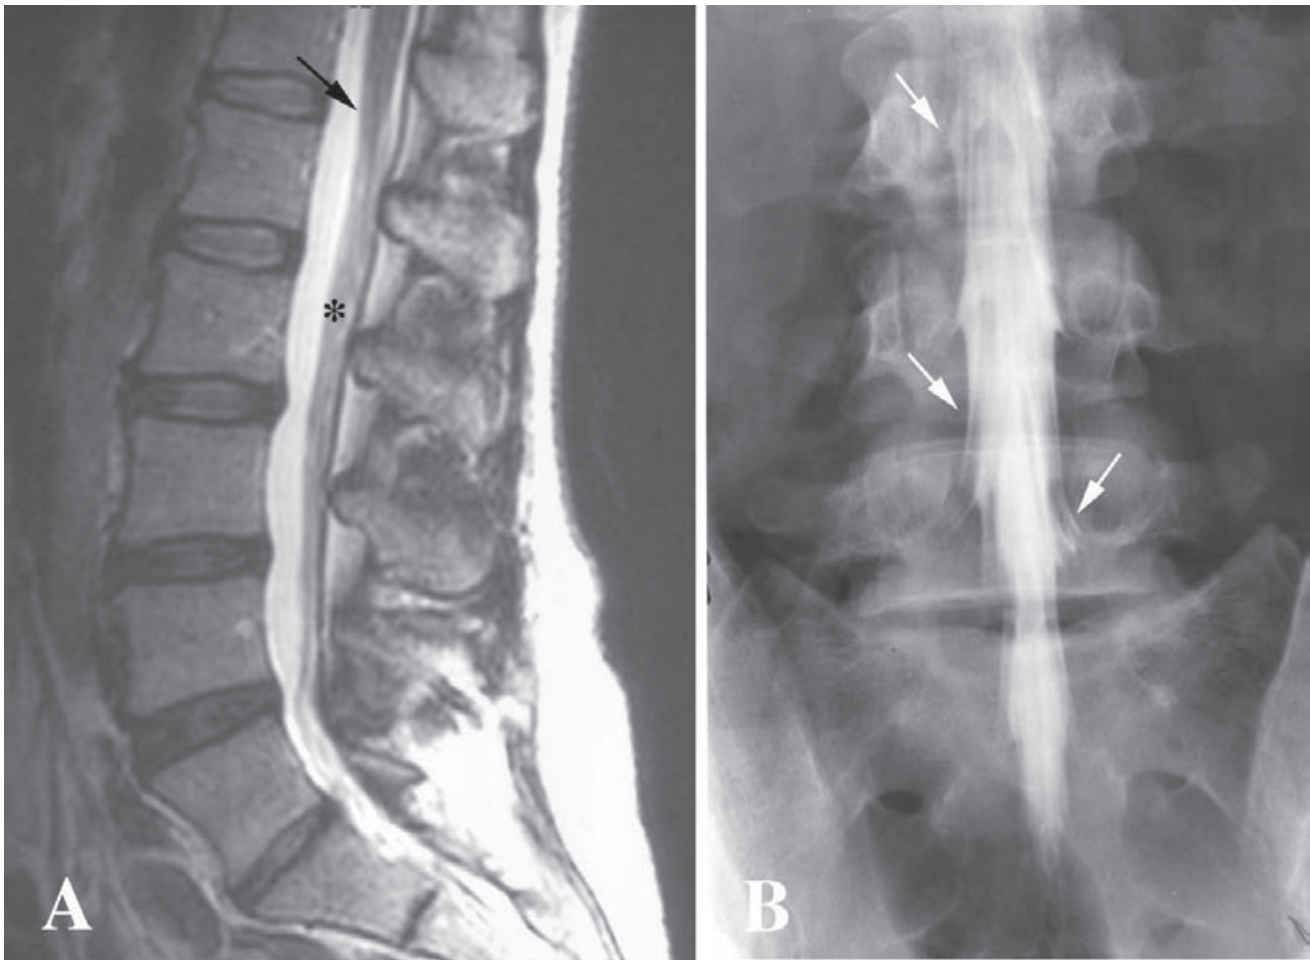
(A) RM sagital de la columna lumbar mostrando las raíces nerviosas de la cola de caballo (*) en el interior de la cisterna lumbar. Cono terminal (flecha). (B) Mielografía tras inyección de un medio de contraste en la cisterna lumbar. Las raíces verticales de los nervios espinales son claramente observables entre el medio de contraste. Las flechas señalan la emergencia de las raíces de distintos nervios espinales hacia los agujeros intervertebrales.
